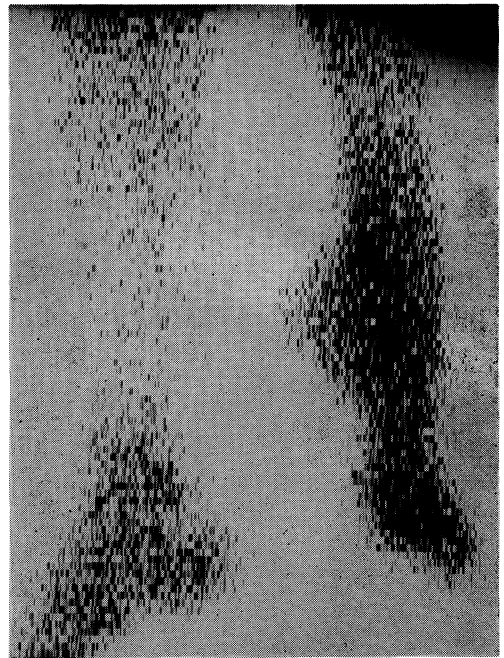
$^{67}\text{Ga}$  scintigraphy in the lower limbs
